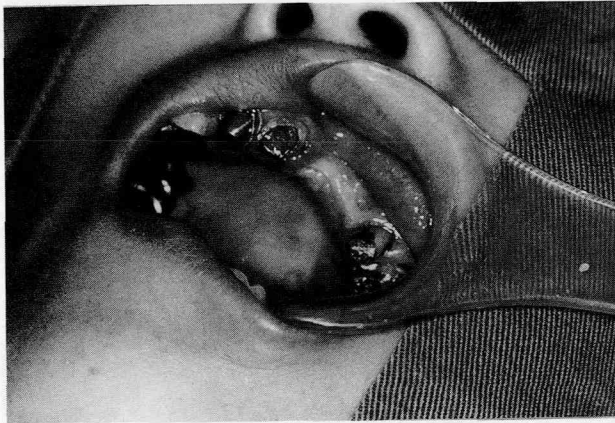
(症例1) 初診時の口腔内写真およびX線像
